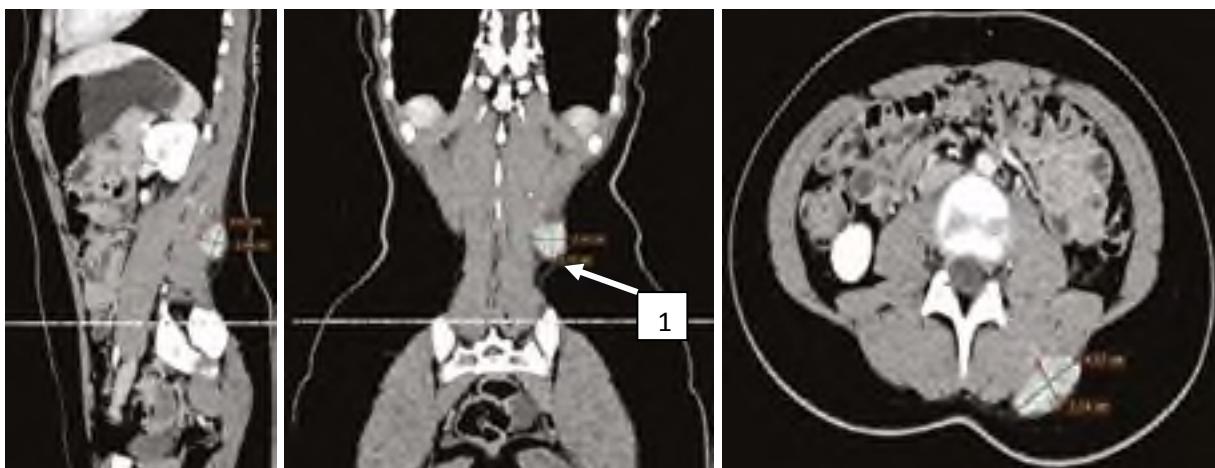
Хвора П., віком 15 року. Скани мультиспіральної комп'ютерної томографії поперекової ділянки: 1 – об'ємне утворення поперекової ділянки зліва
